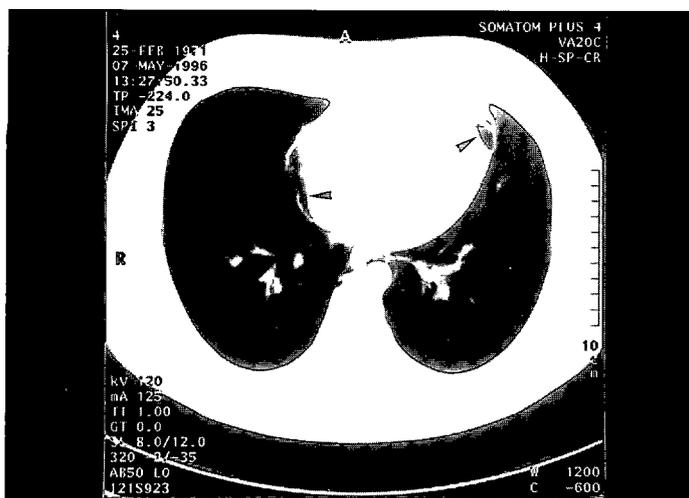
TC en la que se puede observar aire en el pericardio.
